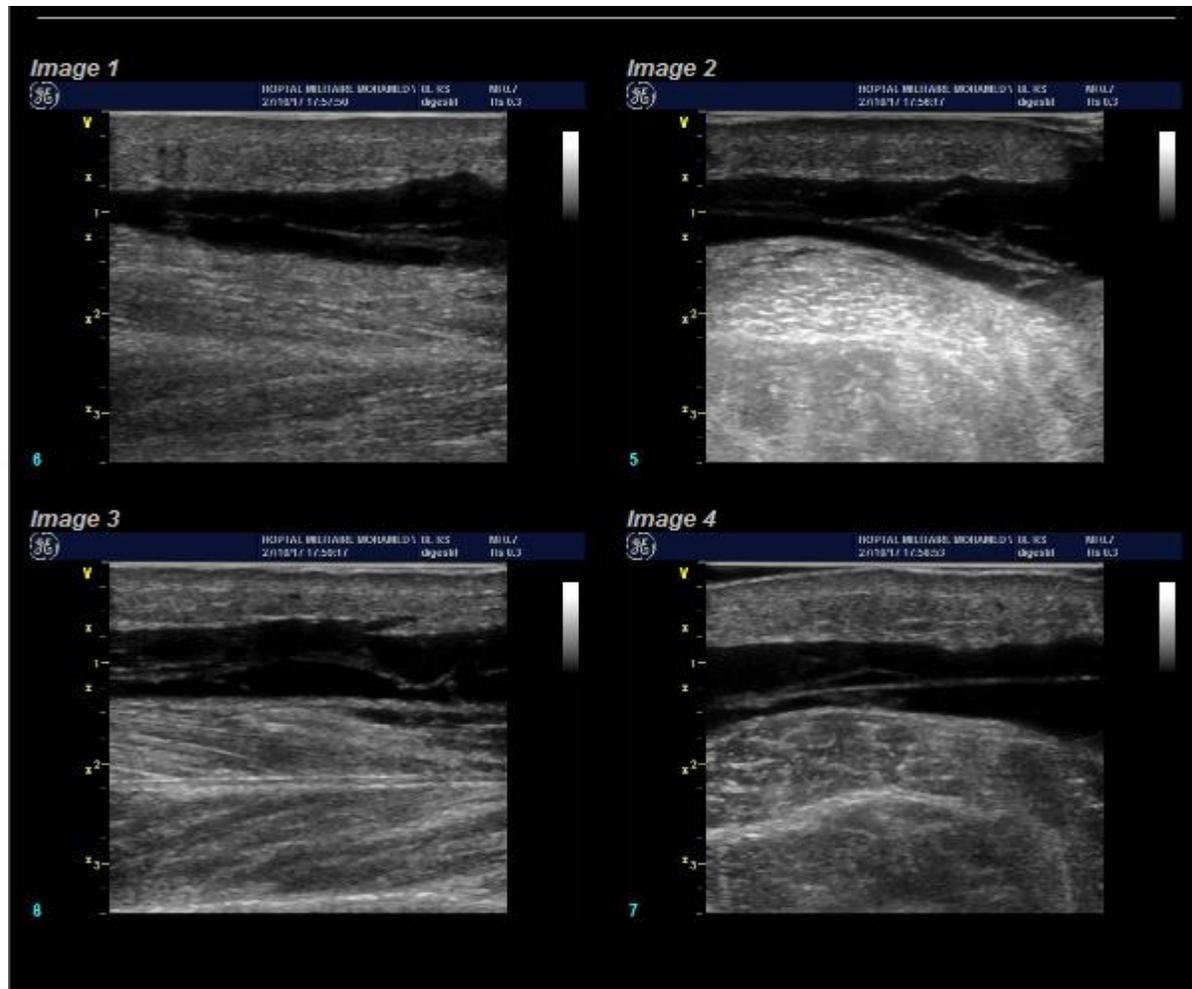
Échographie de la jambe en coupes axiales et longitudinales : Épanchement cloisonné extra-aponévrotique.
